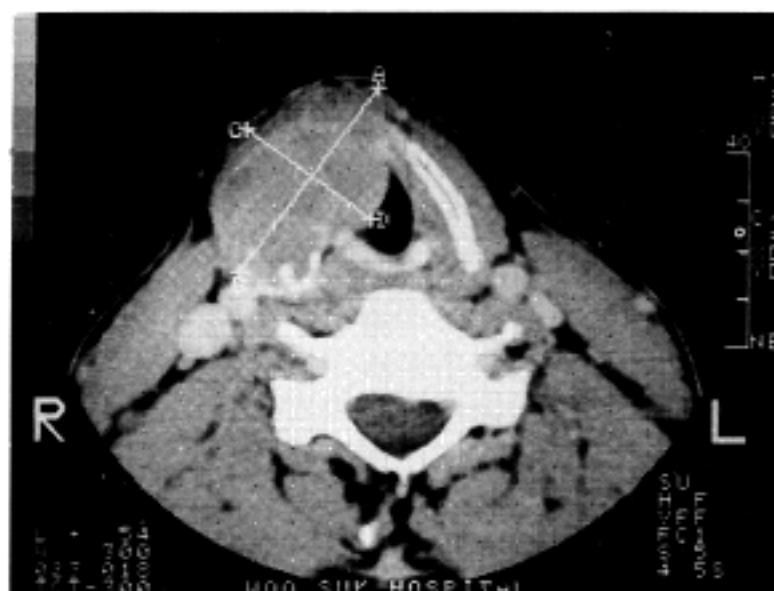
Neck CT scan reveals a well defined mass replacing the right thyroid cartilage.
